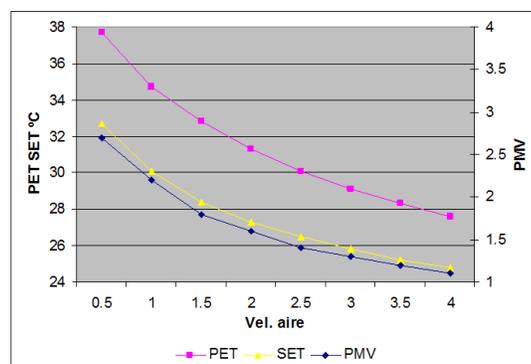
Evaluación de la incidencia de la velocidad del aire sobre los resultados de las ecuaciones del PET, SET y PMV
